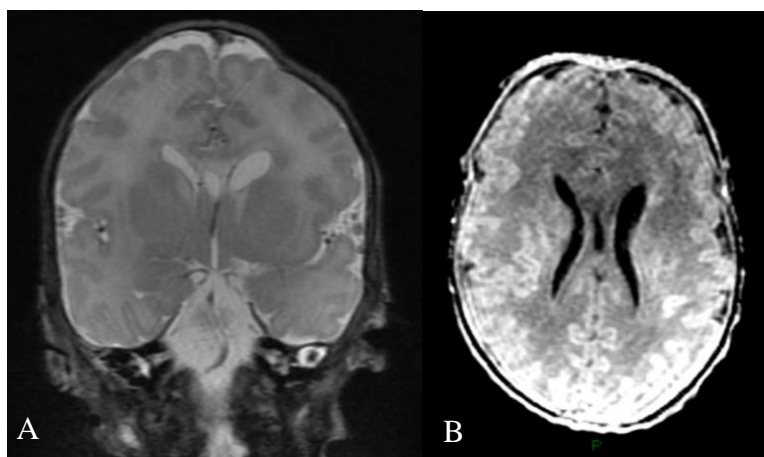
RM de crânio do paciente 8.1, evidenciando em imagens Coronal T2 (A) e Axial FLAIR (B): alterações focais de sinal na substância branca periventricular frontal (heterotopias); alteração de sinal na porção medial das cabeças dos núcleos caudados, simétricas, com hipersinal em T2; polimicrogiria frontal bilateral
